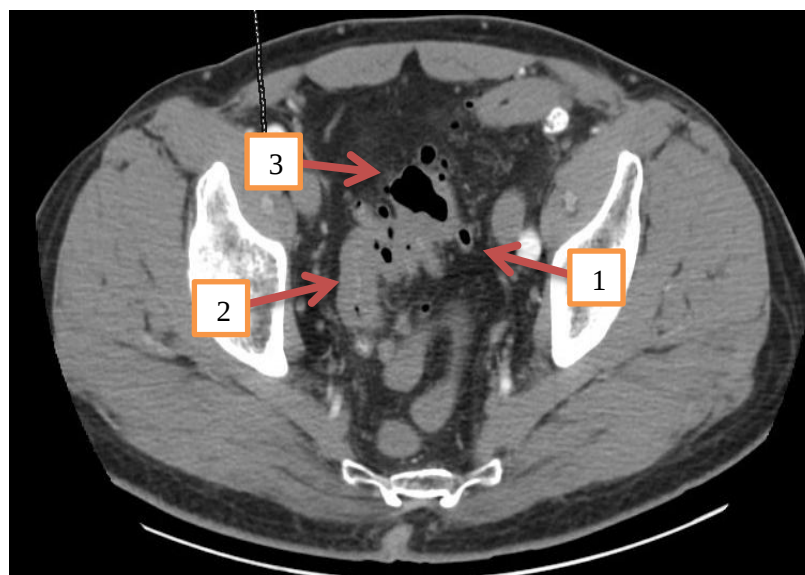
Пациент Н., 44 года. Аксиальное КТ-изображение сигмовидной кишки в артериальную фазу прохождения контрастного вещества. Дивертикулы сигмовидной кишки – стрелка 1, наличие утолщенной стенки кишки – стрелка 2, параколическая клетчатка не изменена – стрелка 3.
